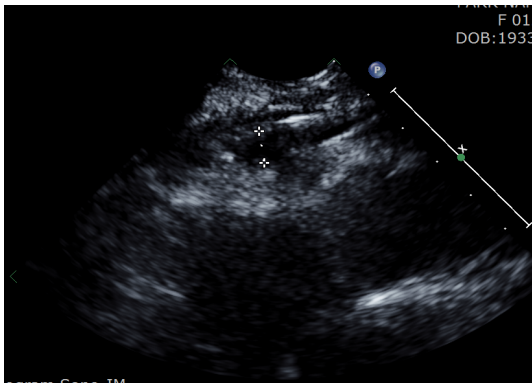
parasternal short-axis view(EAT2)
